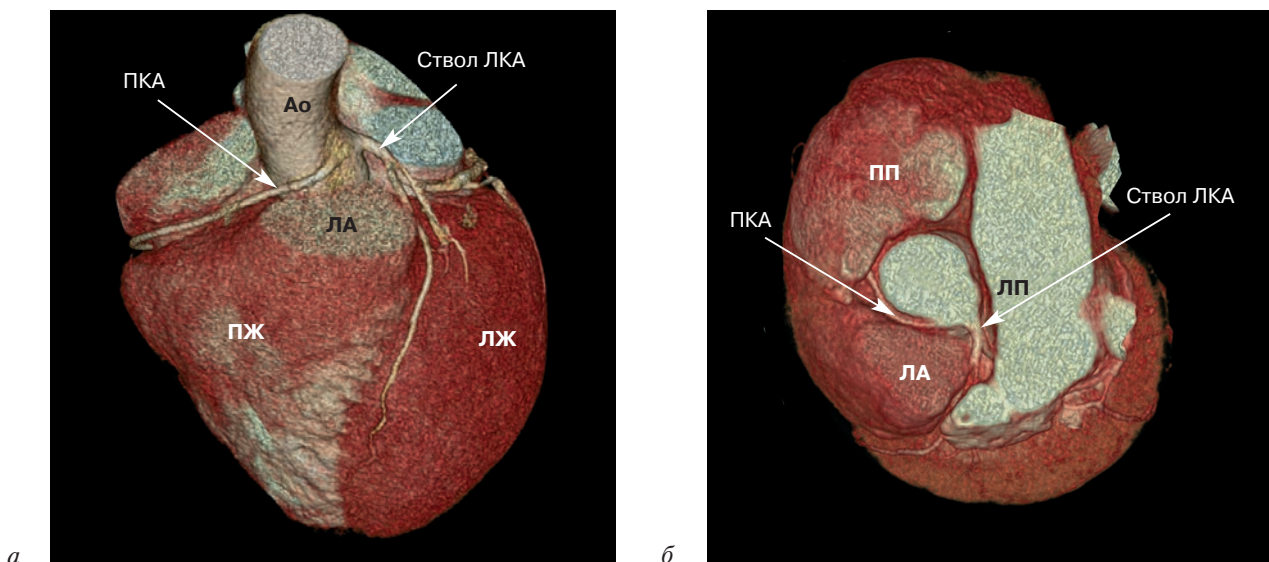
Многосрезовая компьютерная томограмма коронарных артерий, 3D-VRT-реконструкция:
